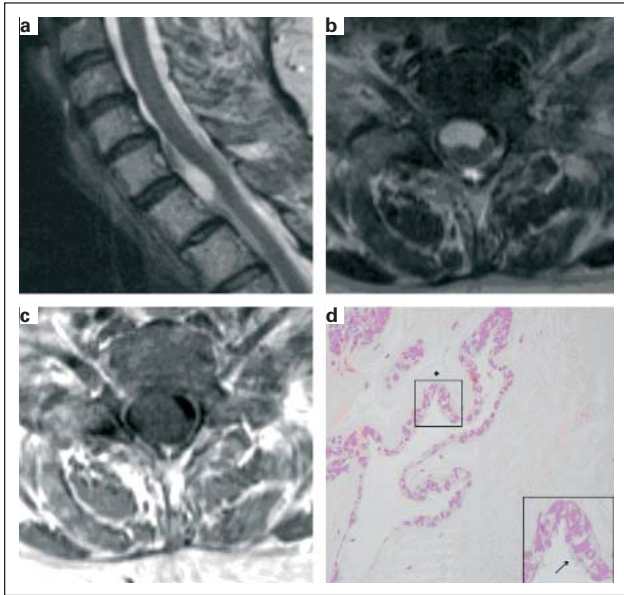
(a) MRT der HWS in T2-Gewichtung, sagittale Schnittführung. Hyperintense Zyste auf Höhe HWK7/BWK1. (b) MRT der HWS in T2-Gewichtung, axiale Schnittführung: hyperintense Zyste intradural, extramedullär, ventral des Myelons. (c) MRT der HWS in T1-Gewichtung, axiale Schnittführung: isointense Zyste ventral des Myelons. (d) HE-Färbung der enterogenen Zyste mit kubischen Epithelzellen auf einer Basalmembran.
